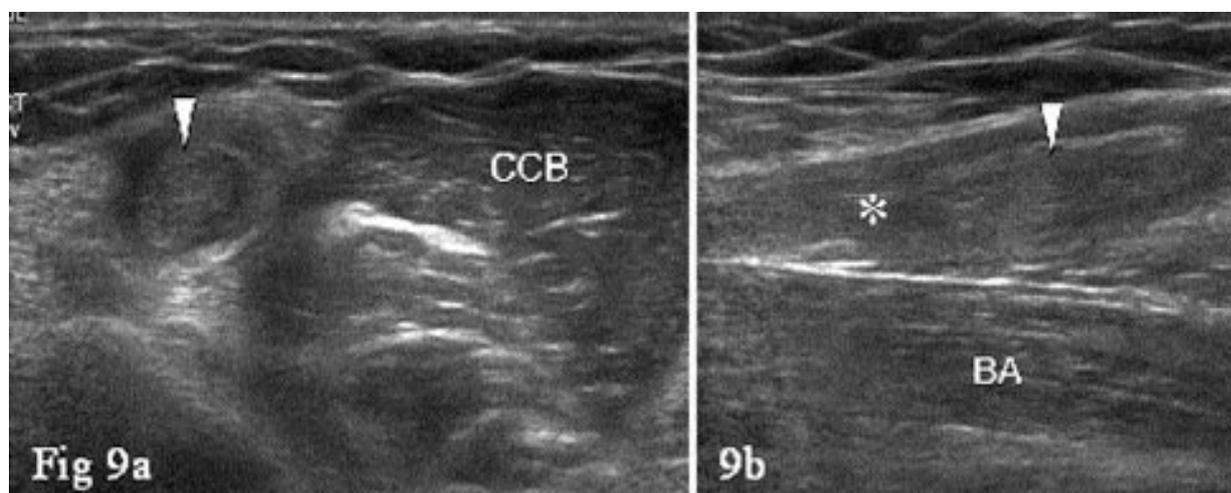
Rupture complète du tendon du biceps. Coupe (a) transverse et (b) sagittale 12-5 MHz Doppler couleur réalisé au niveau du versant antérieur de la métaphyse humérale proximale montrant l'extrémité du tendon rompu rétracté et épaissi (tête de flèche blanche) entourée de liquide (astérisque). CCB = muscle court biceps.
